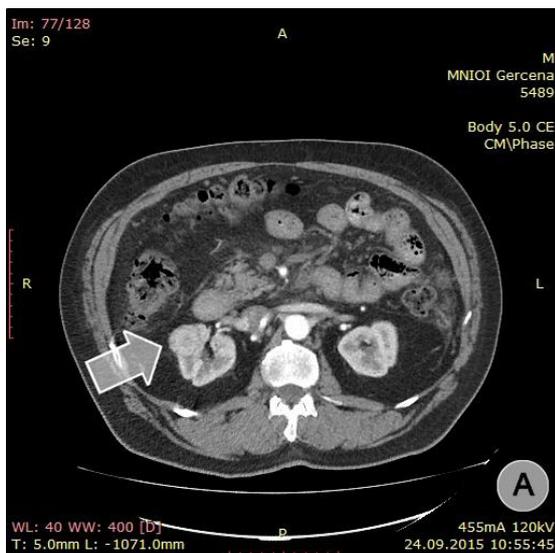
Срезы артериальной фазы спиральной компьютерной томографии органов брюшной полости. (А) Опухоль правой половины подковообразной почки (стрелка) на границе верхней и средней трети. (Б) Перешеек подковообразной почки (стрелка) на уровне L<sub>1</sub>
